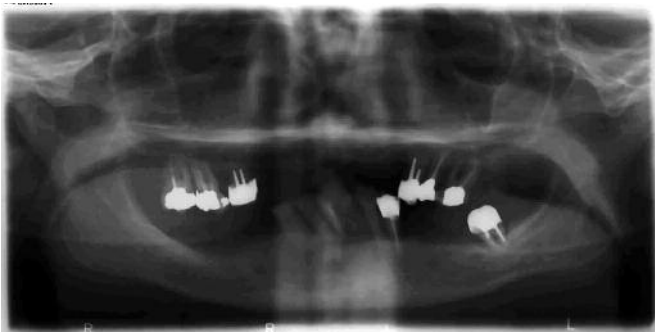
Cliché orthopantomographique initial.
